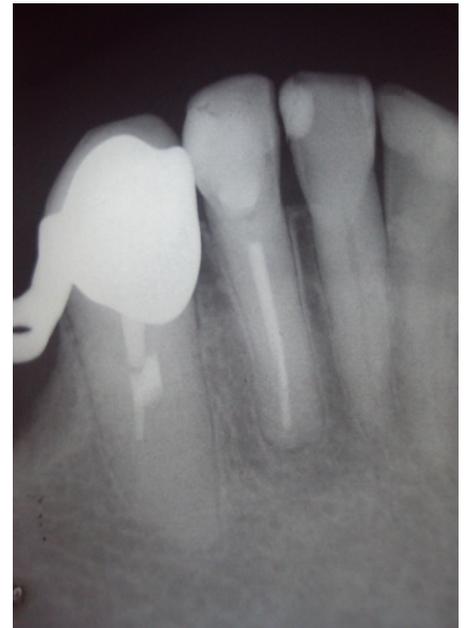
Radiografía control. Abril 2014, paciente caso 1.
